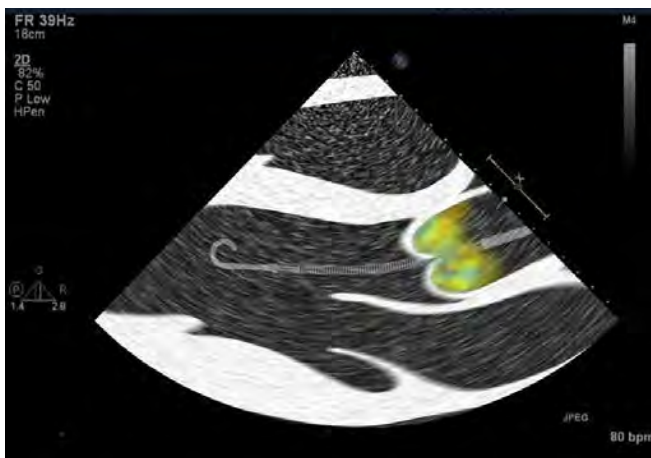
Position appropriée du cathéter Impella (ETT Doppler couleur)
